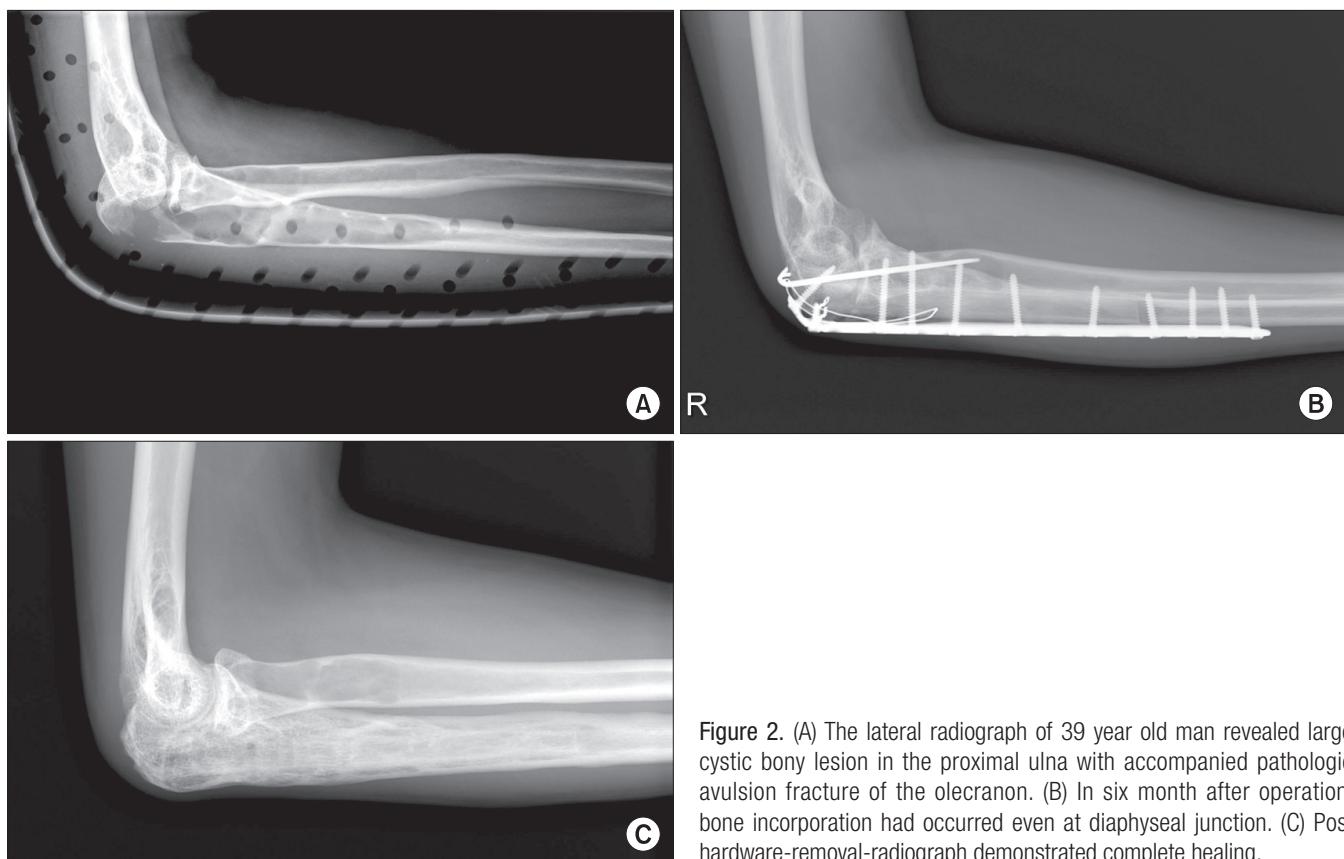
(A) The lateral radiograph of 39 year old man revealed large cystic bony lesion in the proximal ulna with accompanied pathologic avulsion fracture of the olecranon. (B) In six month after operation, bone incorporation had occurred even at diaphyseal junction. (C) Post hardware-removal-radiograph demonstrated complete healing.
